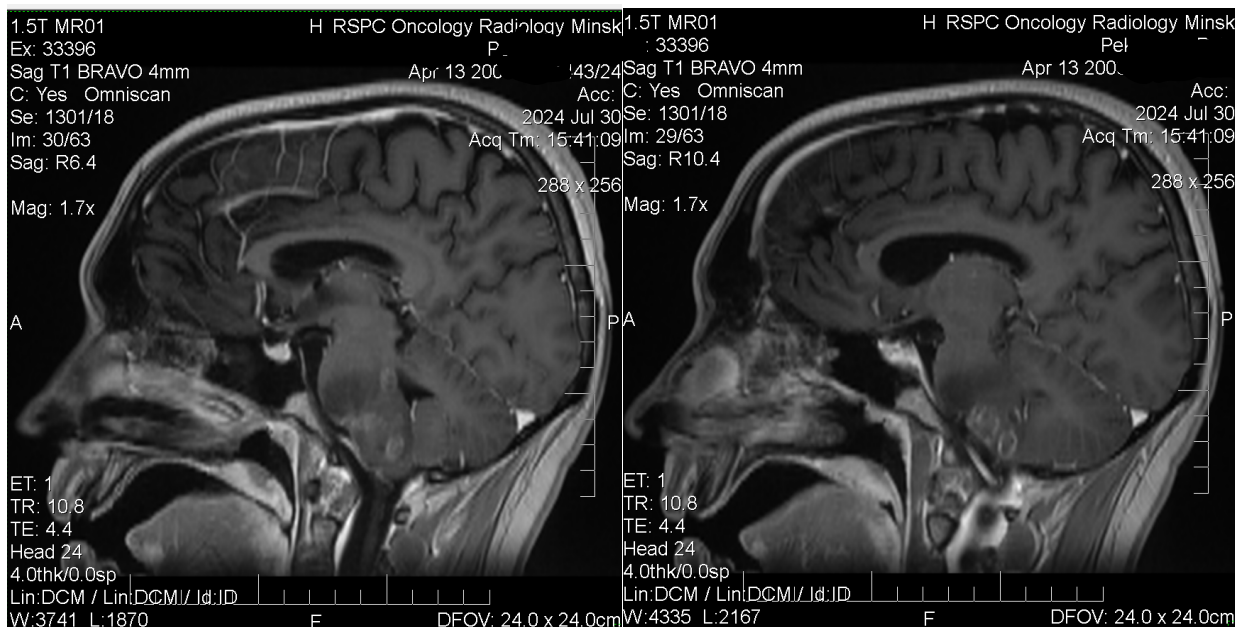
МРТ головного мозга пациента в сагиттальной проекции
